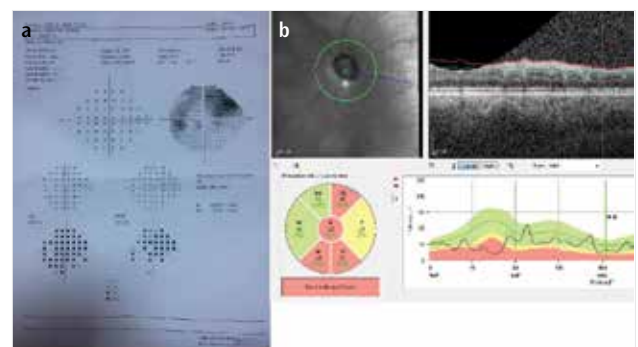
a,b. (a) Visual field test of the left eye; arcuate scotoma is seen. (b) Retinal nerve fiber layer (RNFL) analysis of the left eye by optical coherence tomography; extensive RNFL loss is seen
